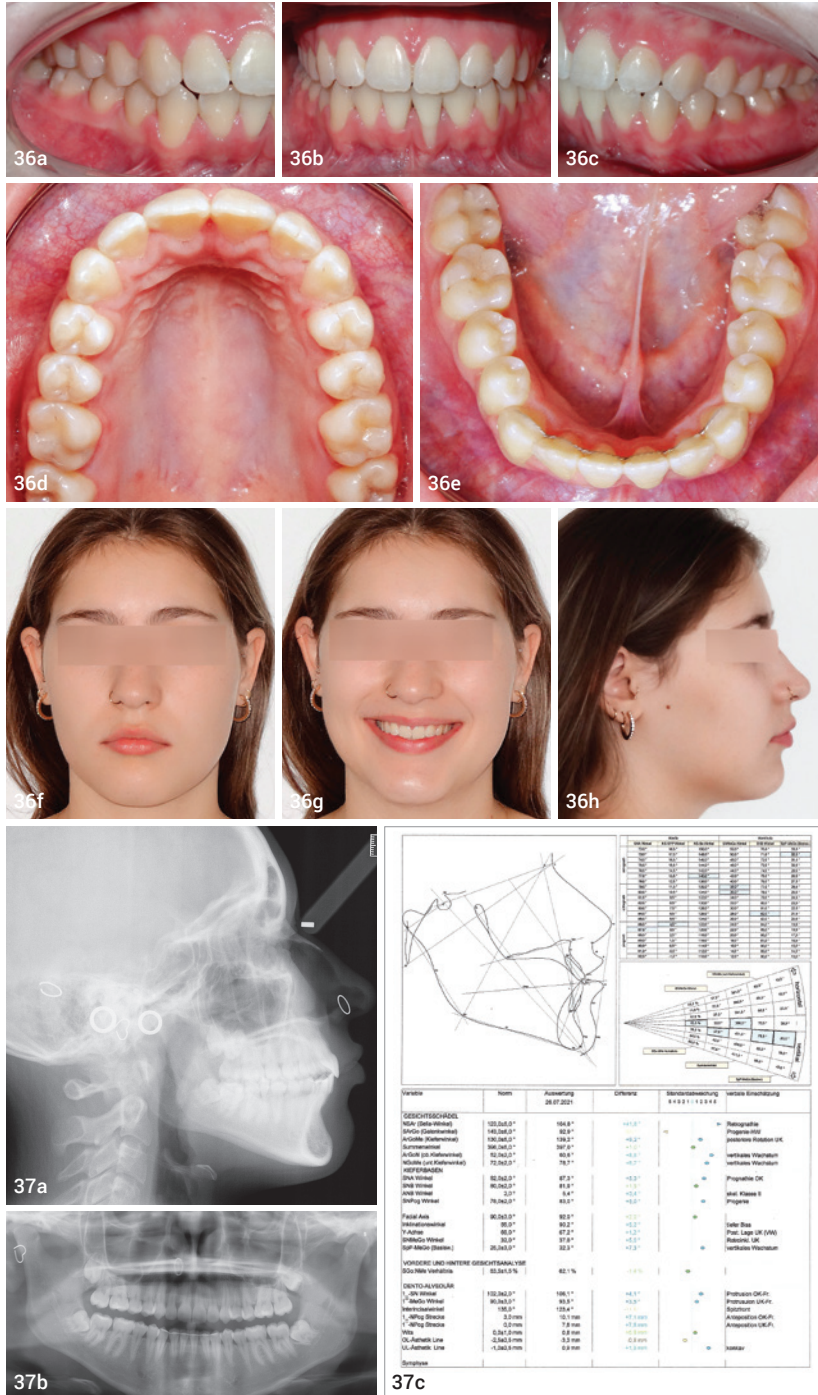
Intraorale Aufnahme rechte Okklusion (a). Intraorale Aufnahme linke Okklusion (b). Intraorale Aufnahme anteriore Okklusion (c). Intraorale Aufnahme Oberkieferokklusion (d). Intraorale Aufnahme Unterkieferokklusion (e). Porträtaufnahme – Frontalansicht (f). Porträtaufnahme – Lächeln (g). Porträtaufnahme – Profilsicht (h). Abb. 37a–c: Kephalmetrische Darstellung, Vermessung und Analyse (a, b) und Orthopantomogramm (c).
